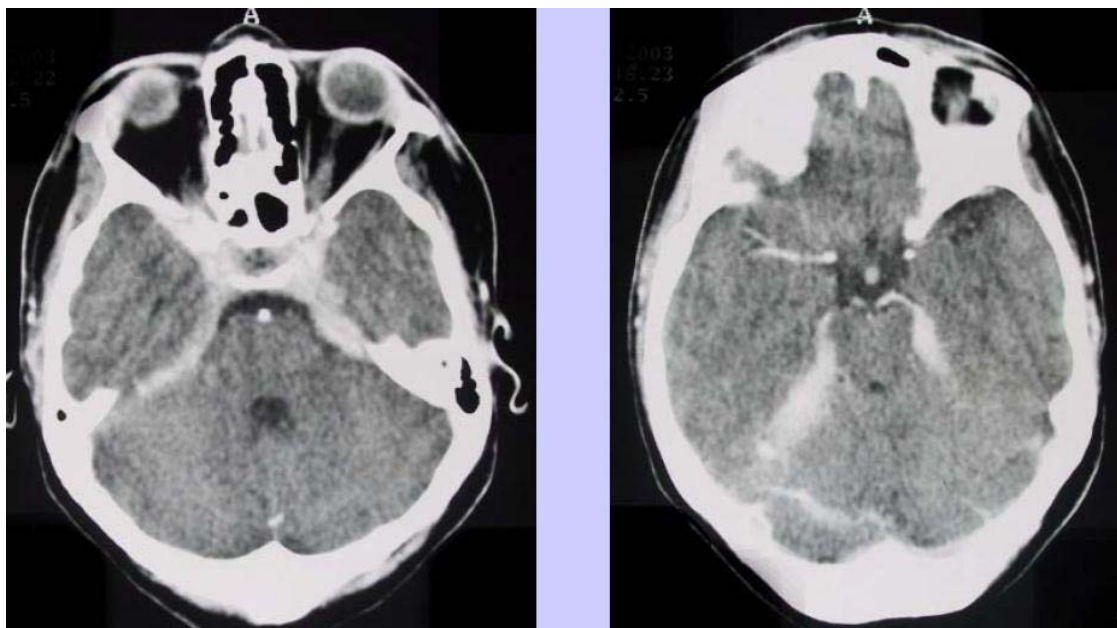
TDM cérébrale en coupe axiale objectivant une prise de contraste exagérée au niveau de la base du crâne
